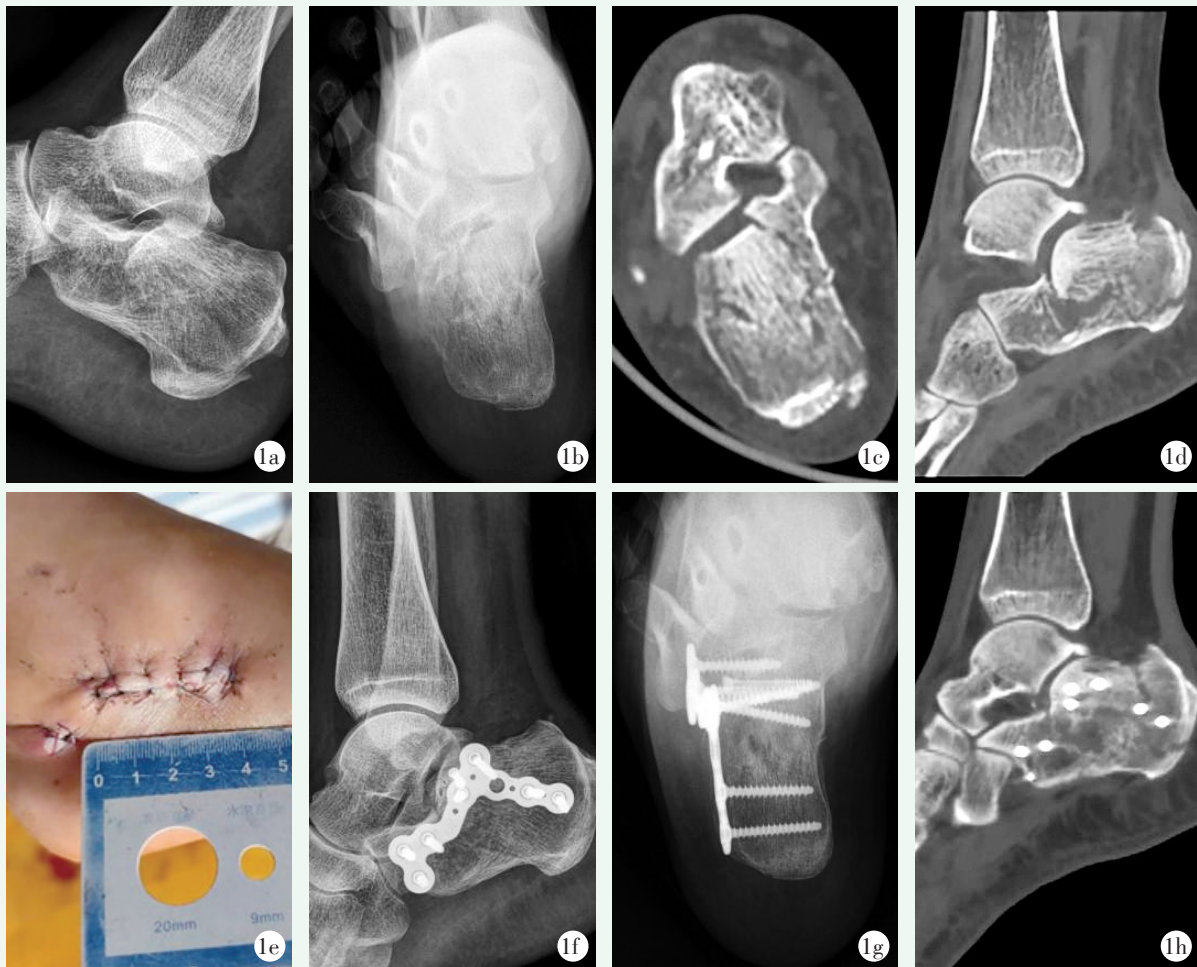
患者,女,66岁,摔伤致右侧跟骨骨折(Sanders II型) 1a, 1b: 术前跟骨侧位及轴位X线片示跟骨骨折 1c, 1d: 术前跟骨CT提示Sanders II型骨折,伴关节塌陷、外侧壁膨隆 1e: 跗骨窦切口长度约4 cm 1f, 1g: 术后跟骨侧位及轴位X线片示叉形跟骨微创接骨板结合埋头螺钉固定 1h: 术后跟骨CT提示跟骨关节面及形态复位良好
